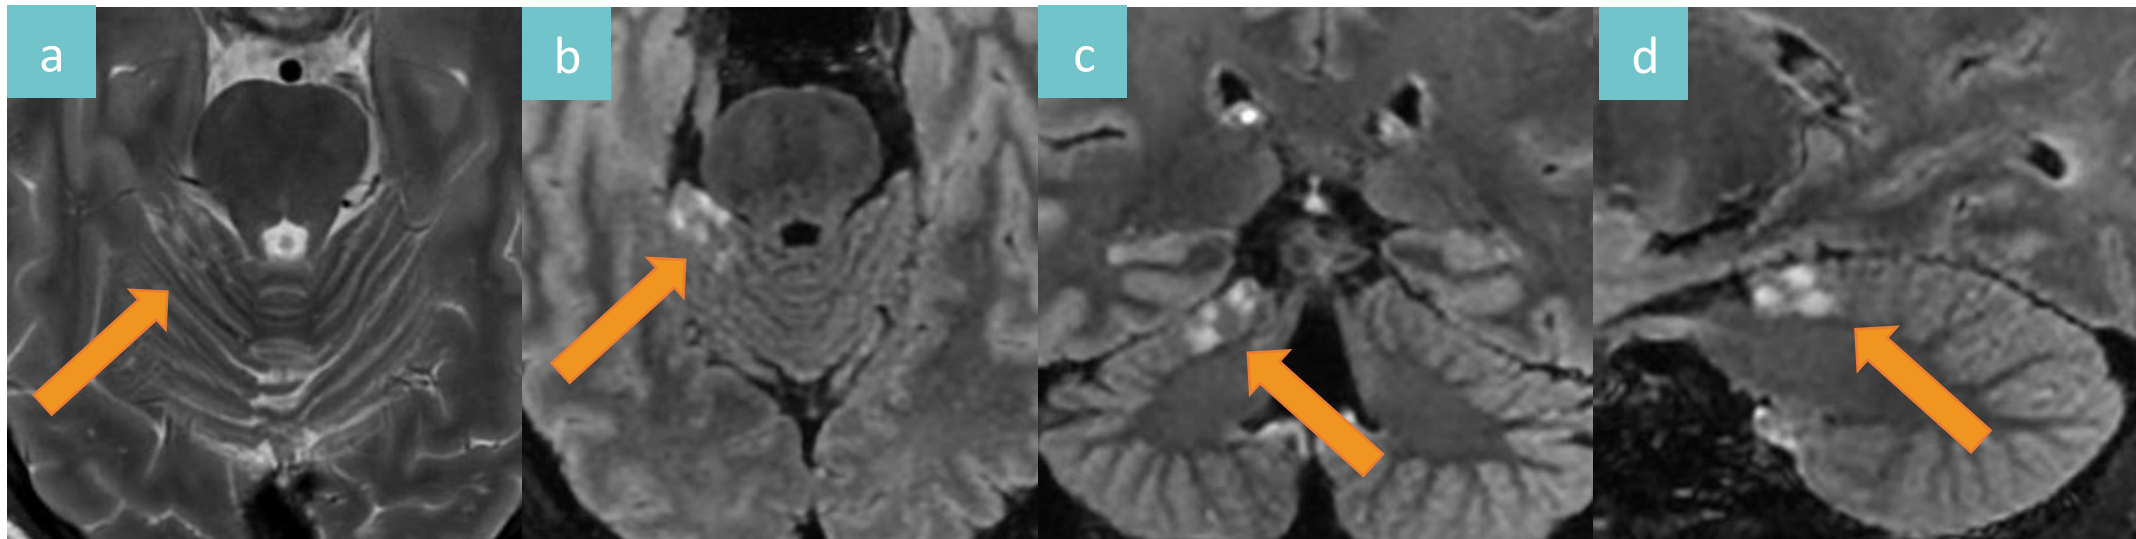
MV-PLUS/TNMV infratentorial paravermiano derecho (flechas). Lesión multinodular hiperintensa en T2 (a) y que no anula su señal en FLAIR T2 (b-d).
